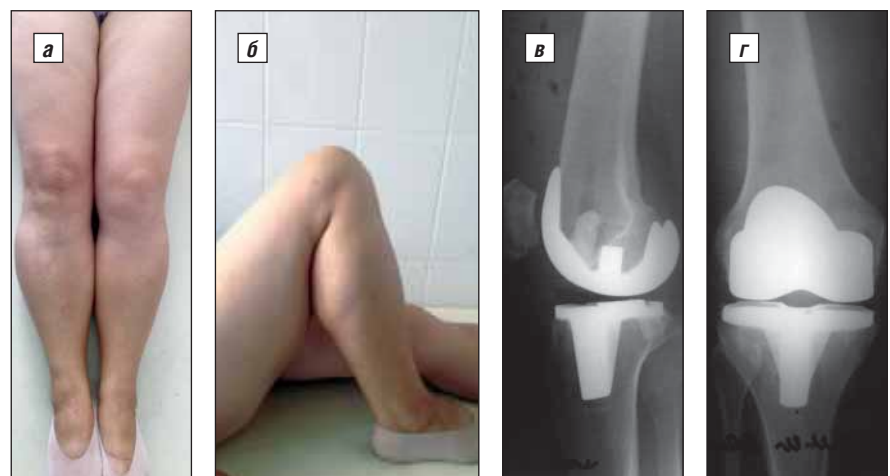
Данные наблюдения пациентки Б.: а – вид КС через 1 год после артропластики; б – функция правого КС; в, г – рентгенограммы правого КС через 1 год после эндопротезирования
